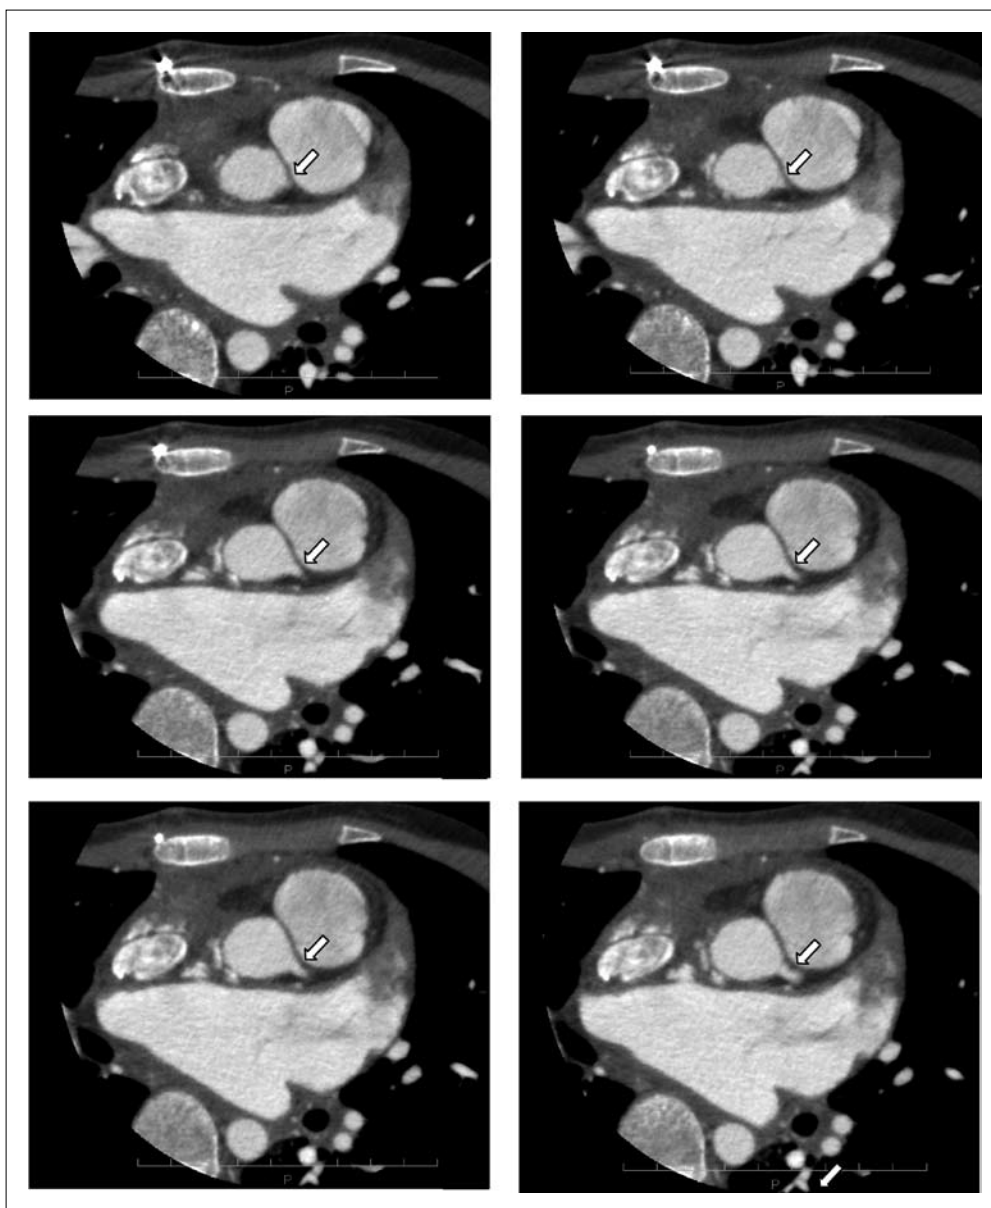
Postoperative coronary CT revealed the extended ostium of the left coronary artery arising from the usual position of left sinus of Valsalva (white arrows).
